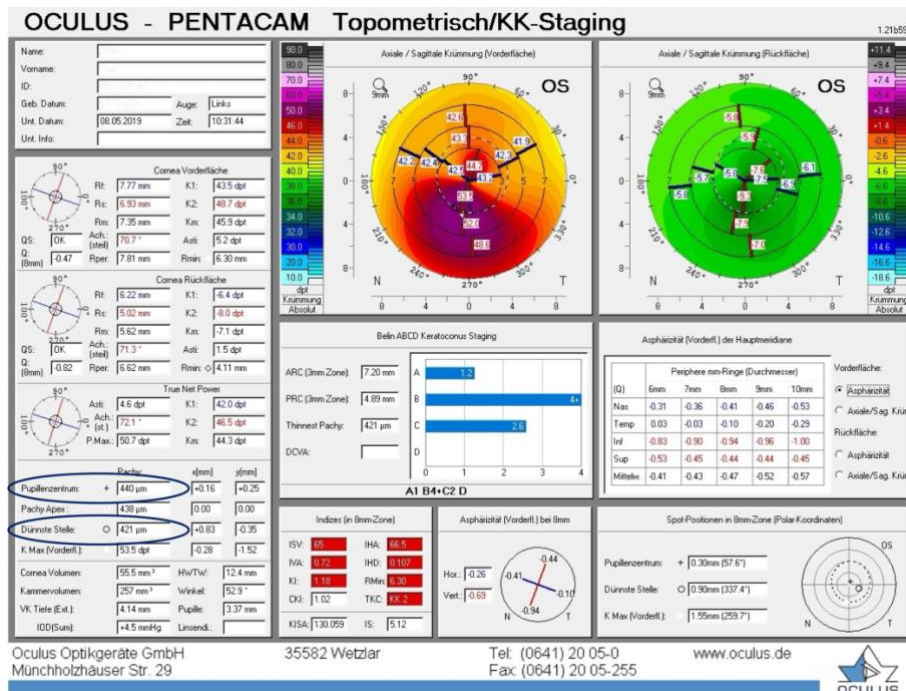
Tomographische Beispielmessung Pentacam HR
